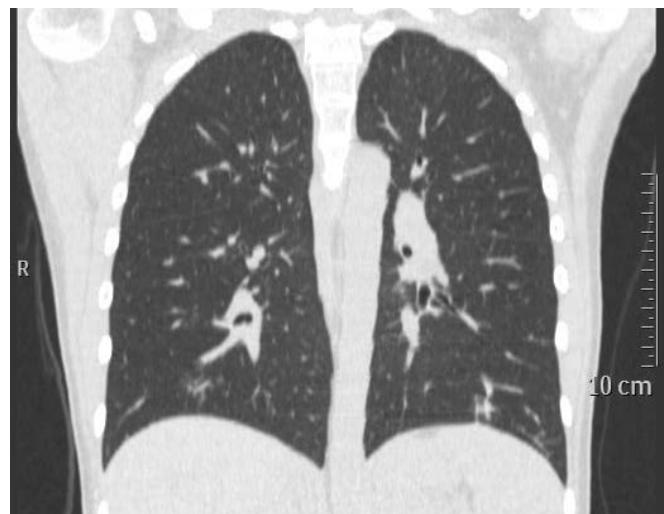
Компьютерная томограмма легких пациентки Г. Аксиальная проекция. Инфильтрат в сегменте S<sub>9</sub> правого легкого. Начало пневмоцистной пневмонии
